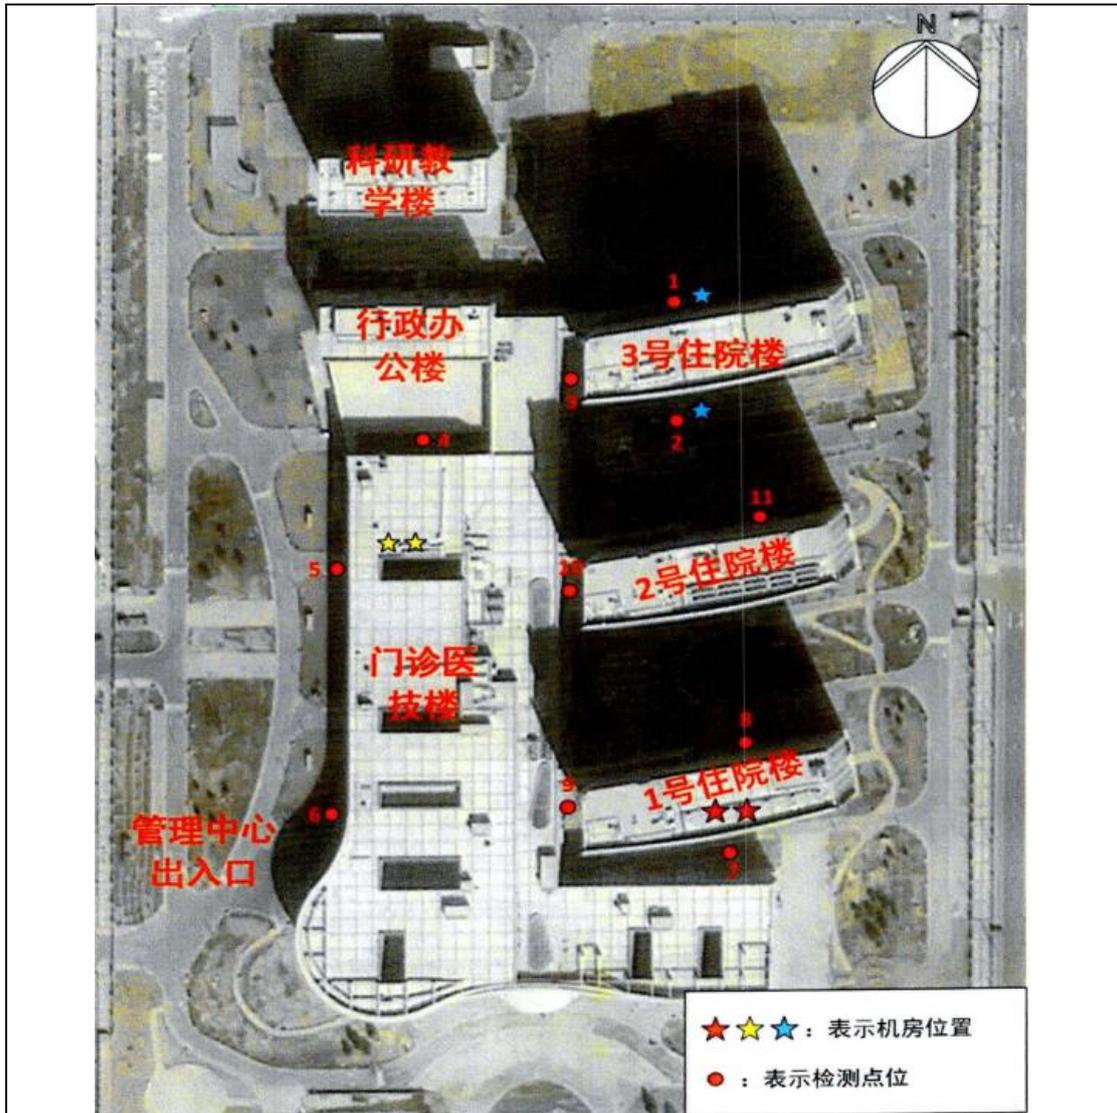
项目工作场所周围环境检测点位布局图（本期加速器、CT、DSA 等功能场所）
